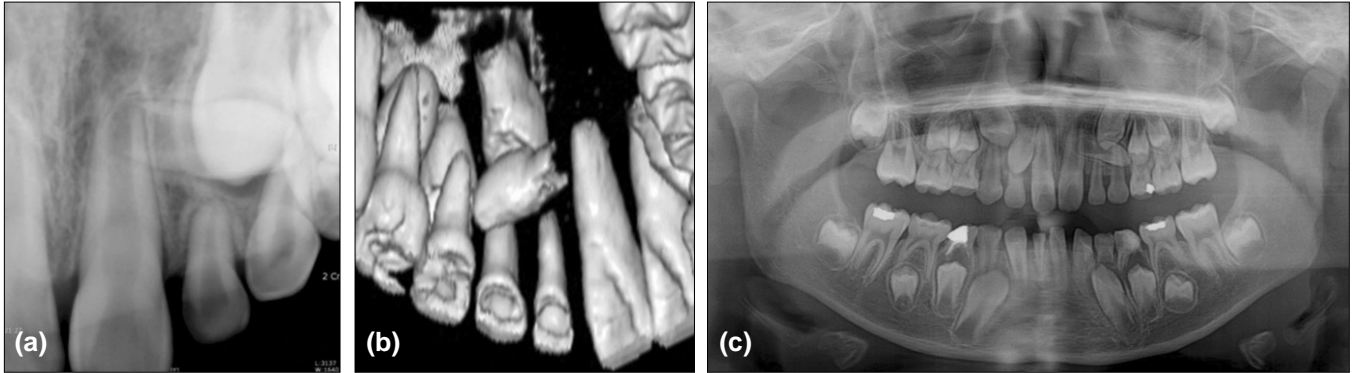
(a) Initial periapical view. (b) Initial 3-Dimensional CT image. (c) Initial panoramic view.
